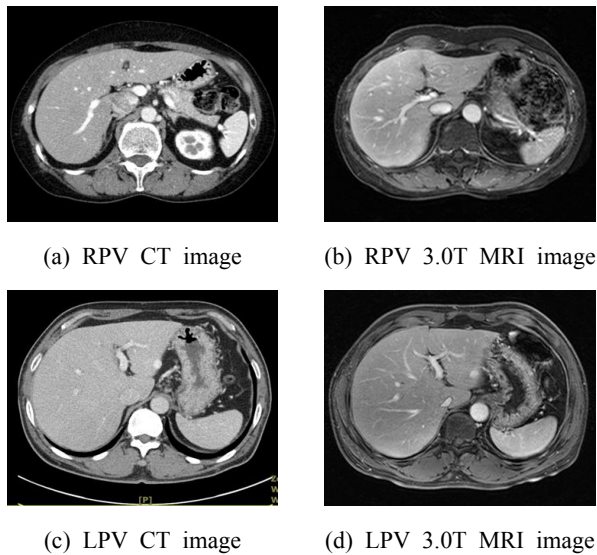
Scan images of CT and 3.0T MRI for RPV and LPV
